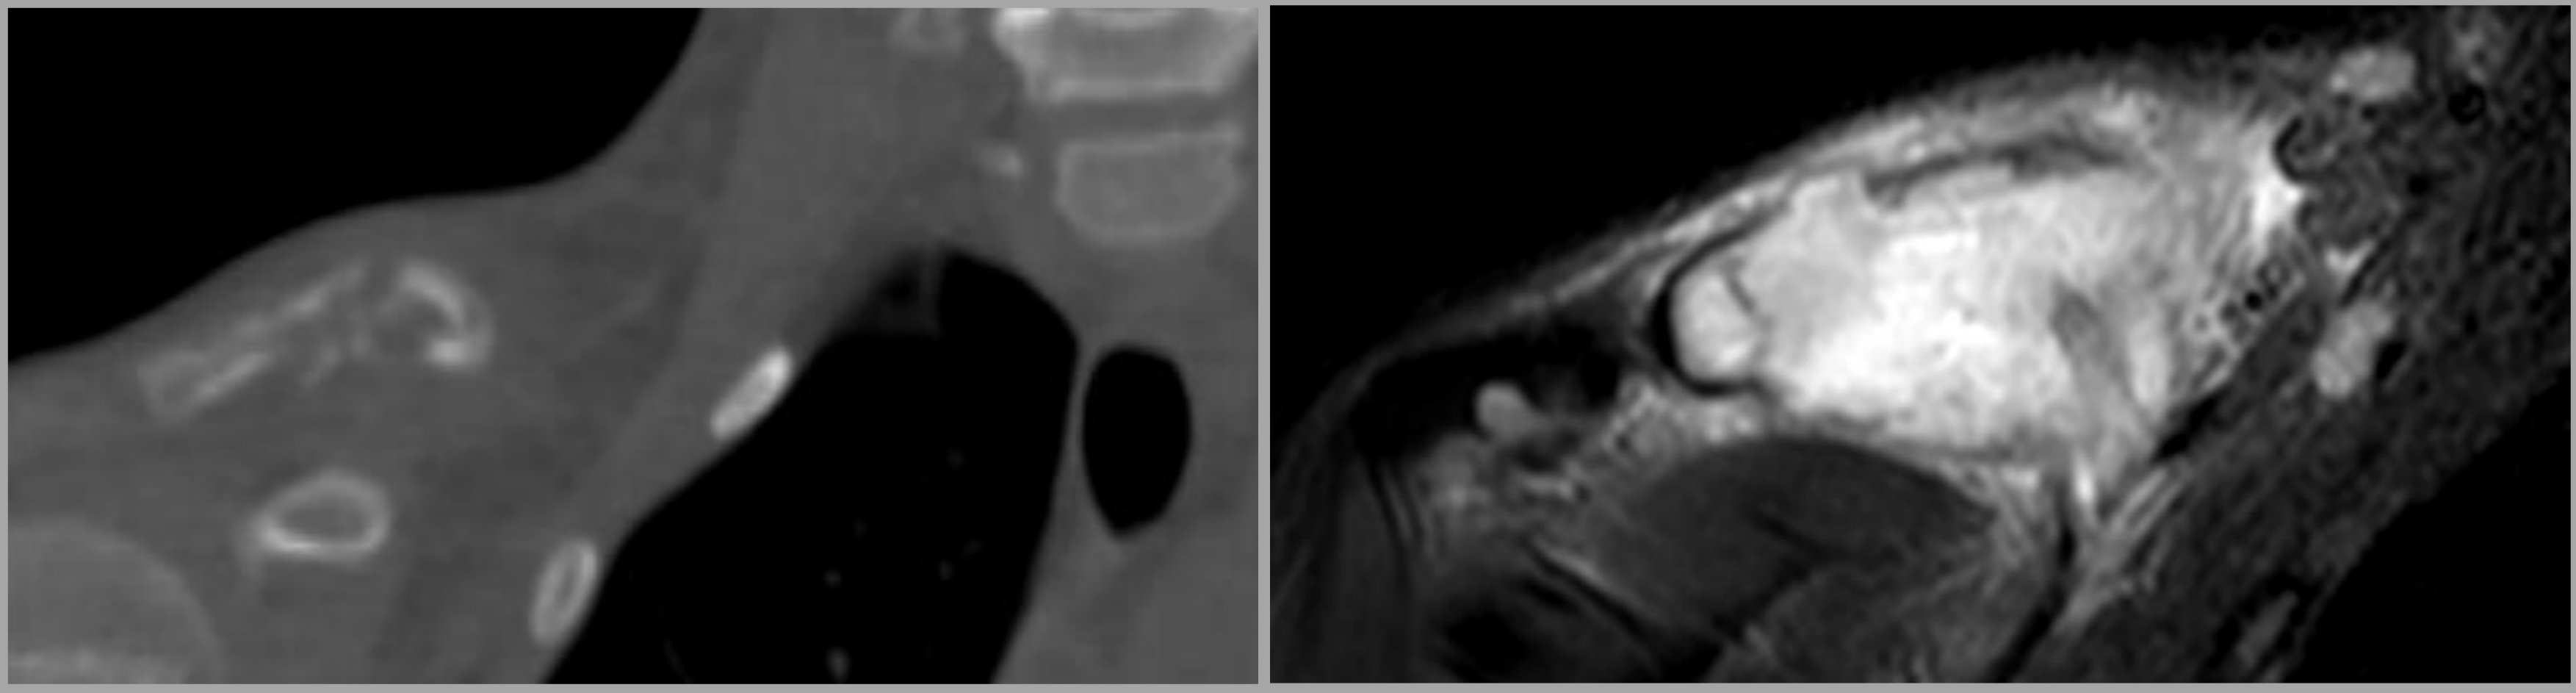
Cortes coronales de TC y RMN mostrando lesión lítica de 1/3 distal de clavícula con características radiológicas de agresividad
